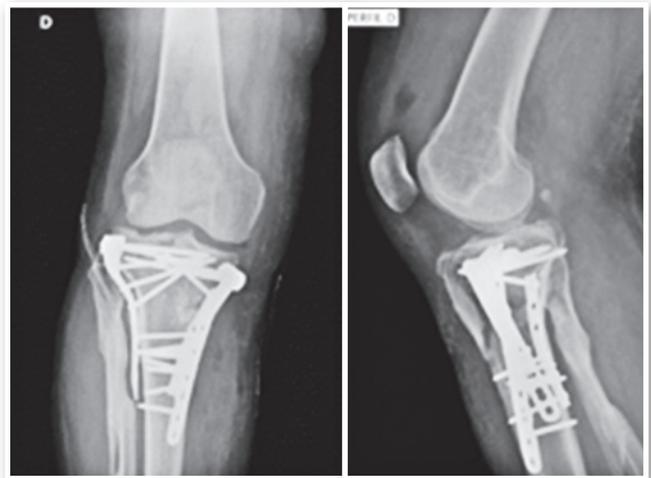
Radiografia final imediata no pós-operatório.
